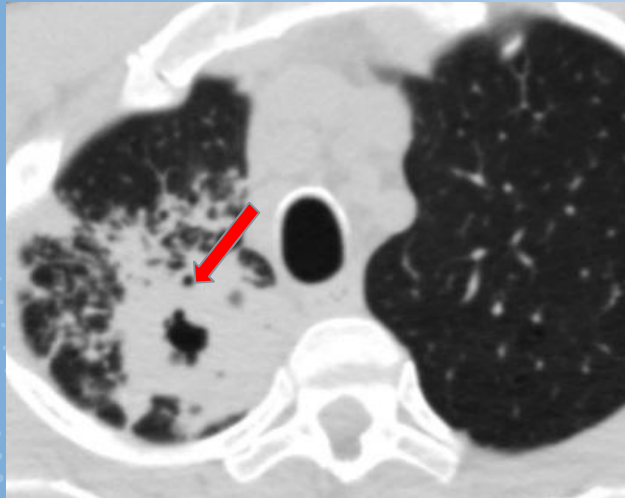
Tuberculosis pulmonar. Tomografía de tórax ventana parenquimatosa: opacidad redondeada consolidativa con cavidad central rodeada de nódulos en árbol en brote (flecha roja).
